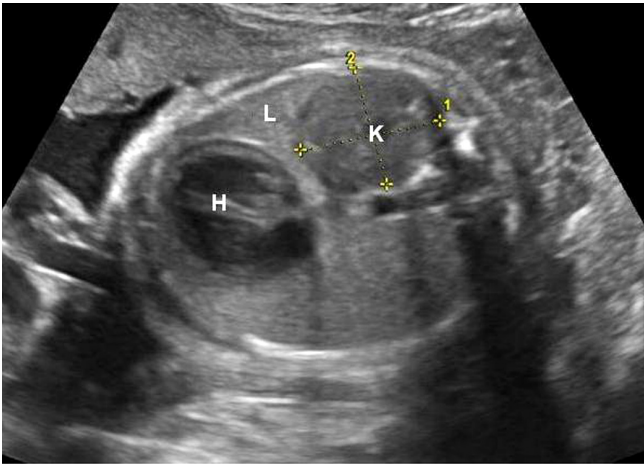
Transverse sonograms of the fetal thorax on prenatal sonographic examination at 29 weeks demonstrate the ectopic kidney (K) in the left hemithorax, compressed left lung (L), mild right shift of the heart (H).
